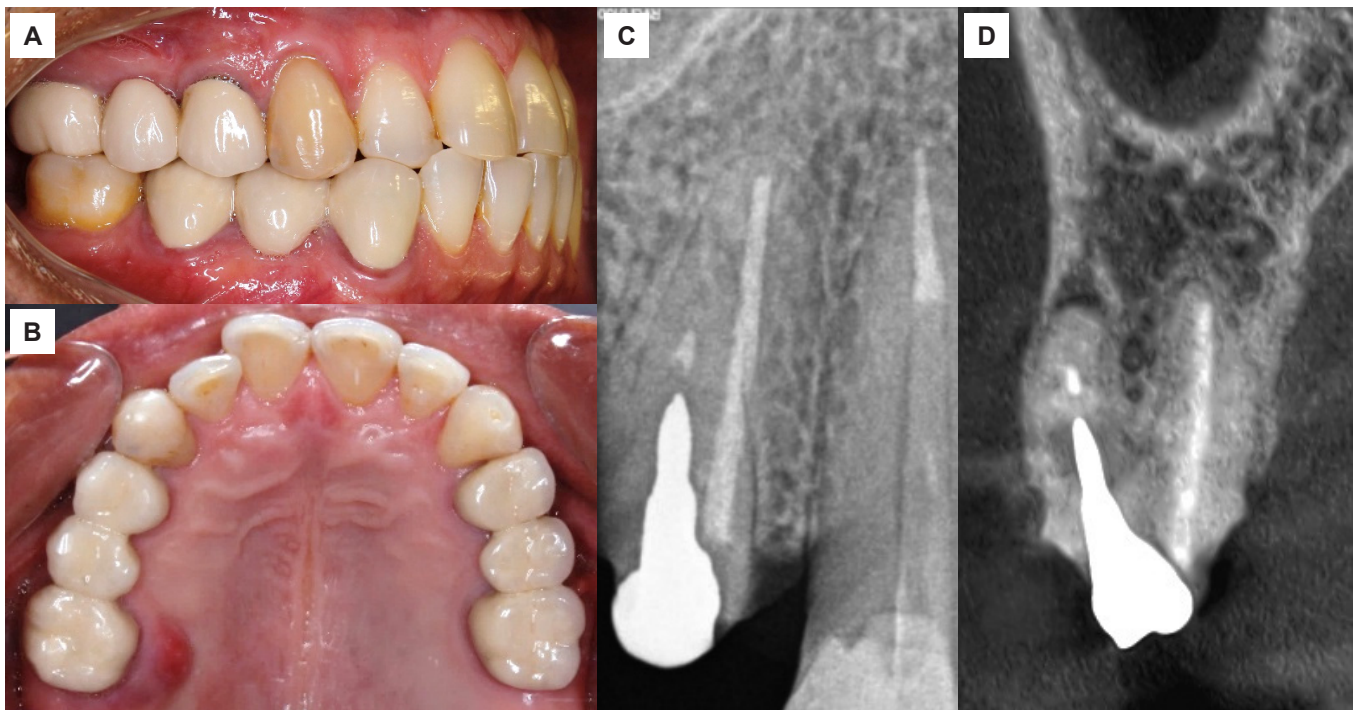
A) Fotografía inicial en oclusión. B) Fotografía oclusal inicial superior. C) Radiografía inicial periapical mesioangulada. D) Corte tomográfico coronal.
